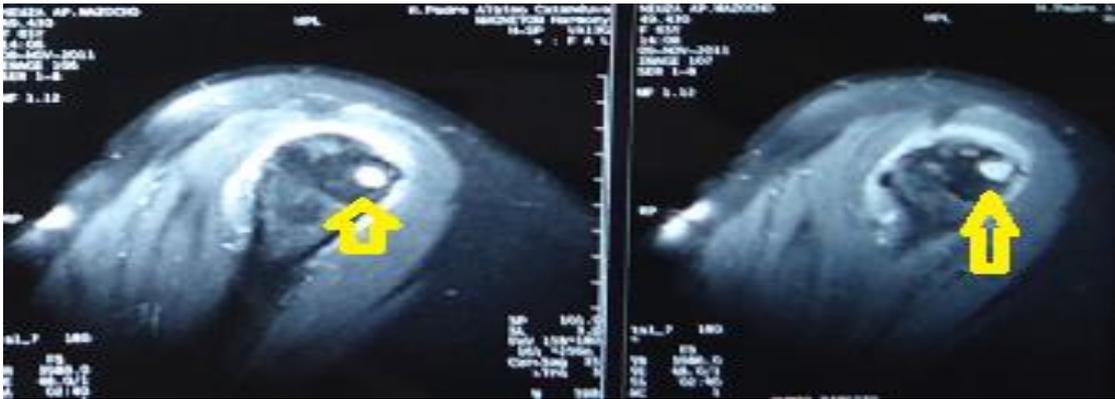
Ressonância Nuclear Magnética corte sagital ponderação T2 Ombro Direito, onde flecha a amarela mostra hipersinal inflamatório na entese do tendão do supra com face superior do tubérculo maior do úmero.
